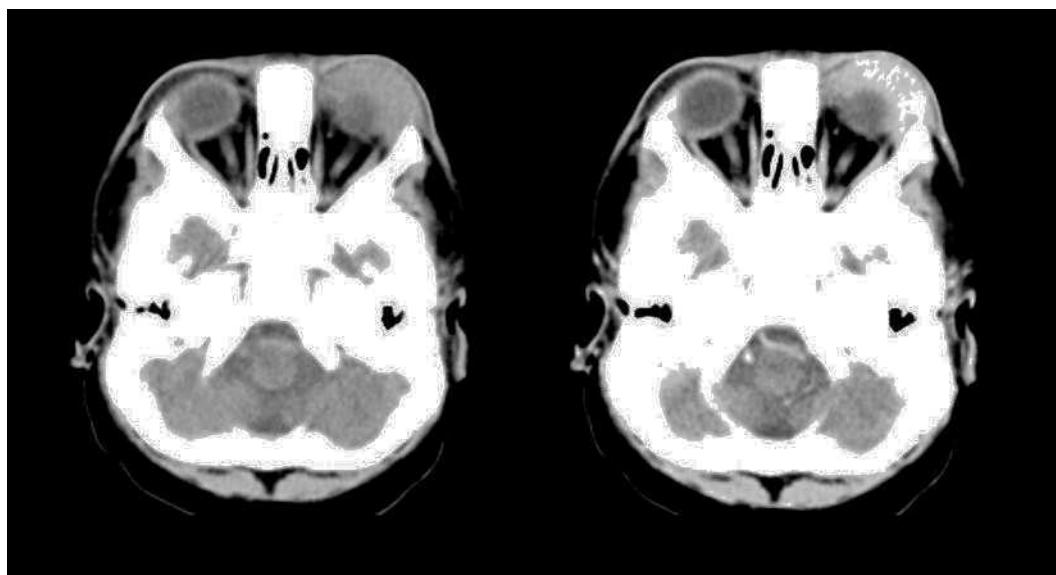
Tomografía computarizada cerebral antes y después de la inyección de contraste en el momento del diagnóstico de leucemia megacarioblástica aguda (véase texto para una descripción más detallada).
